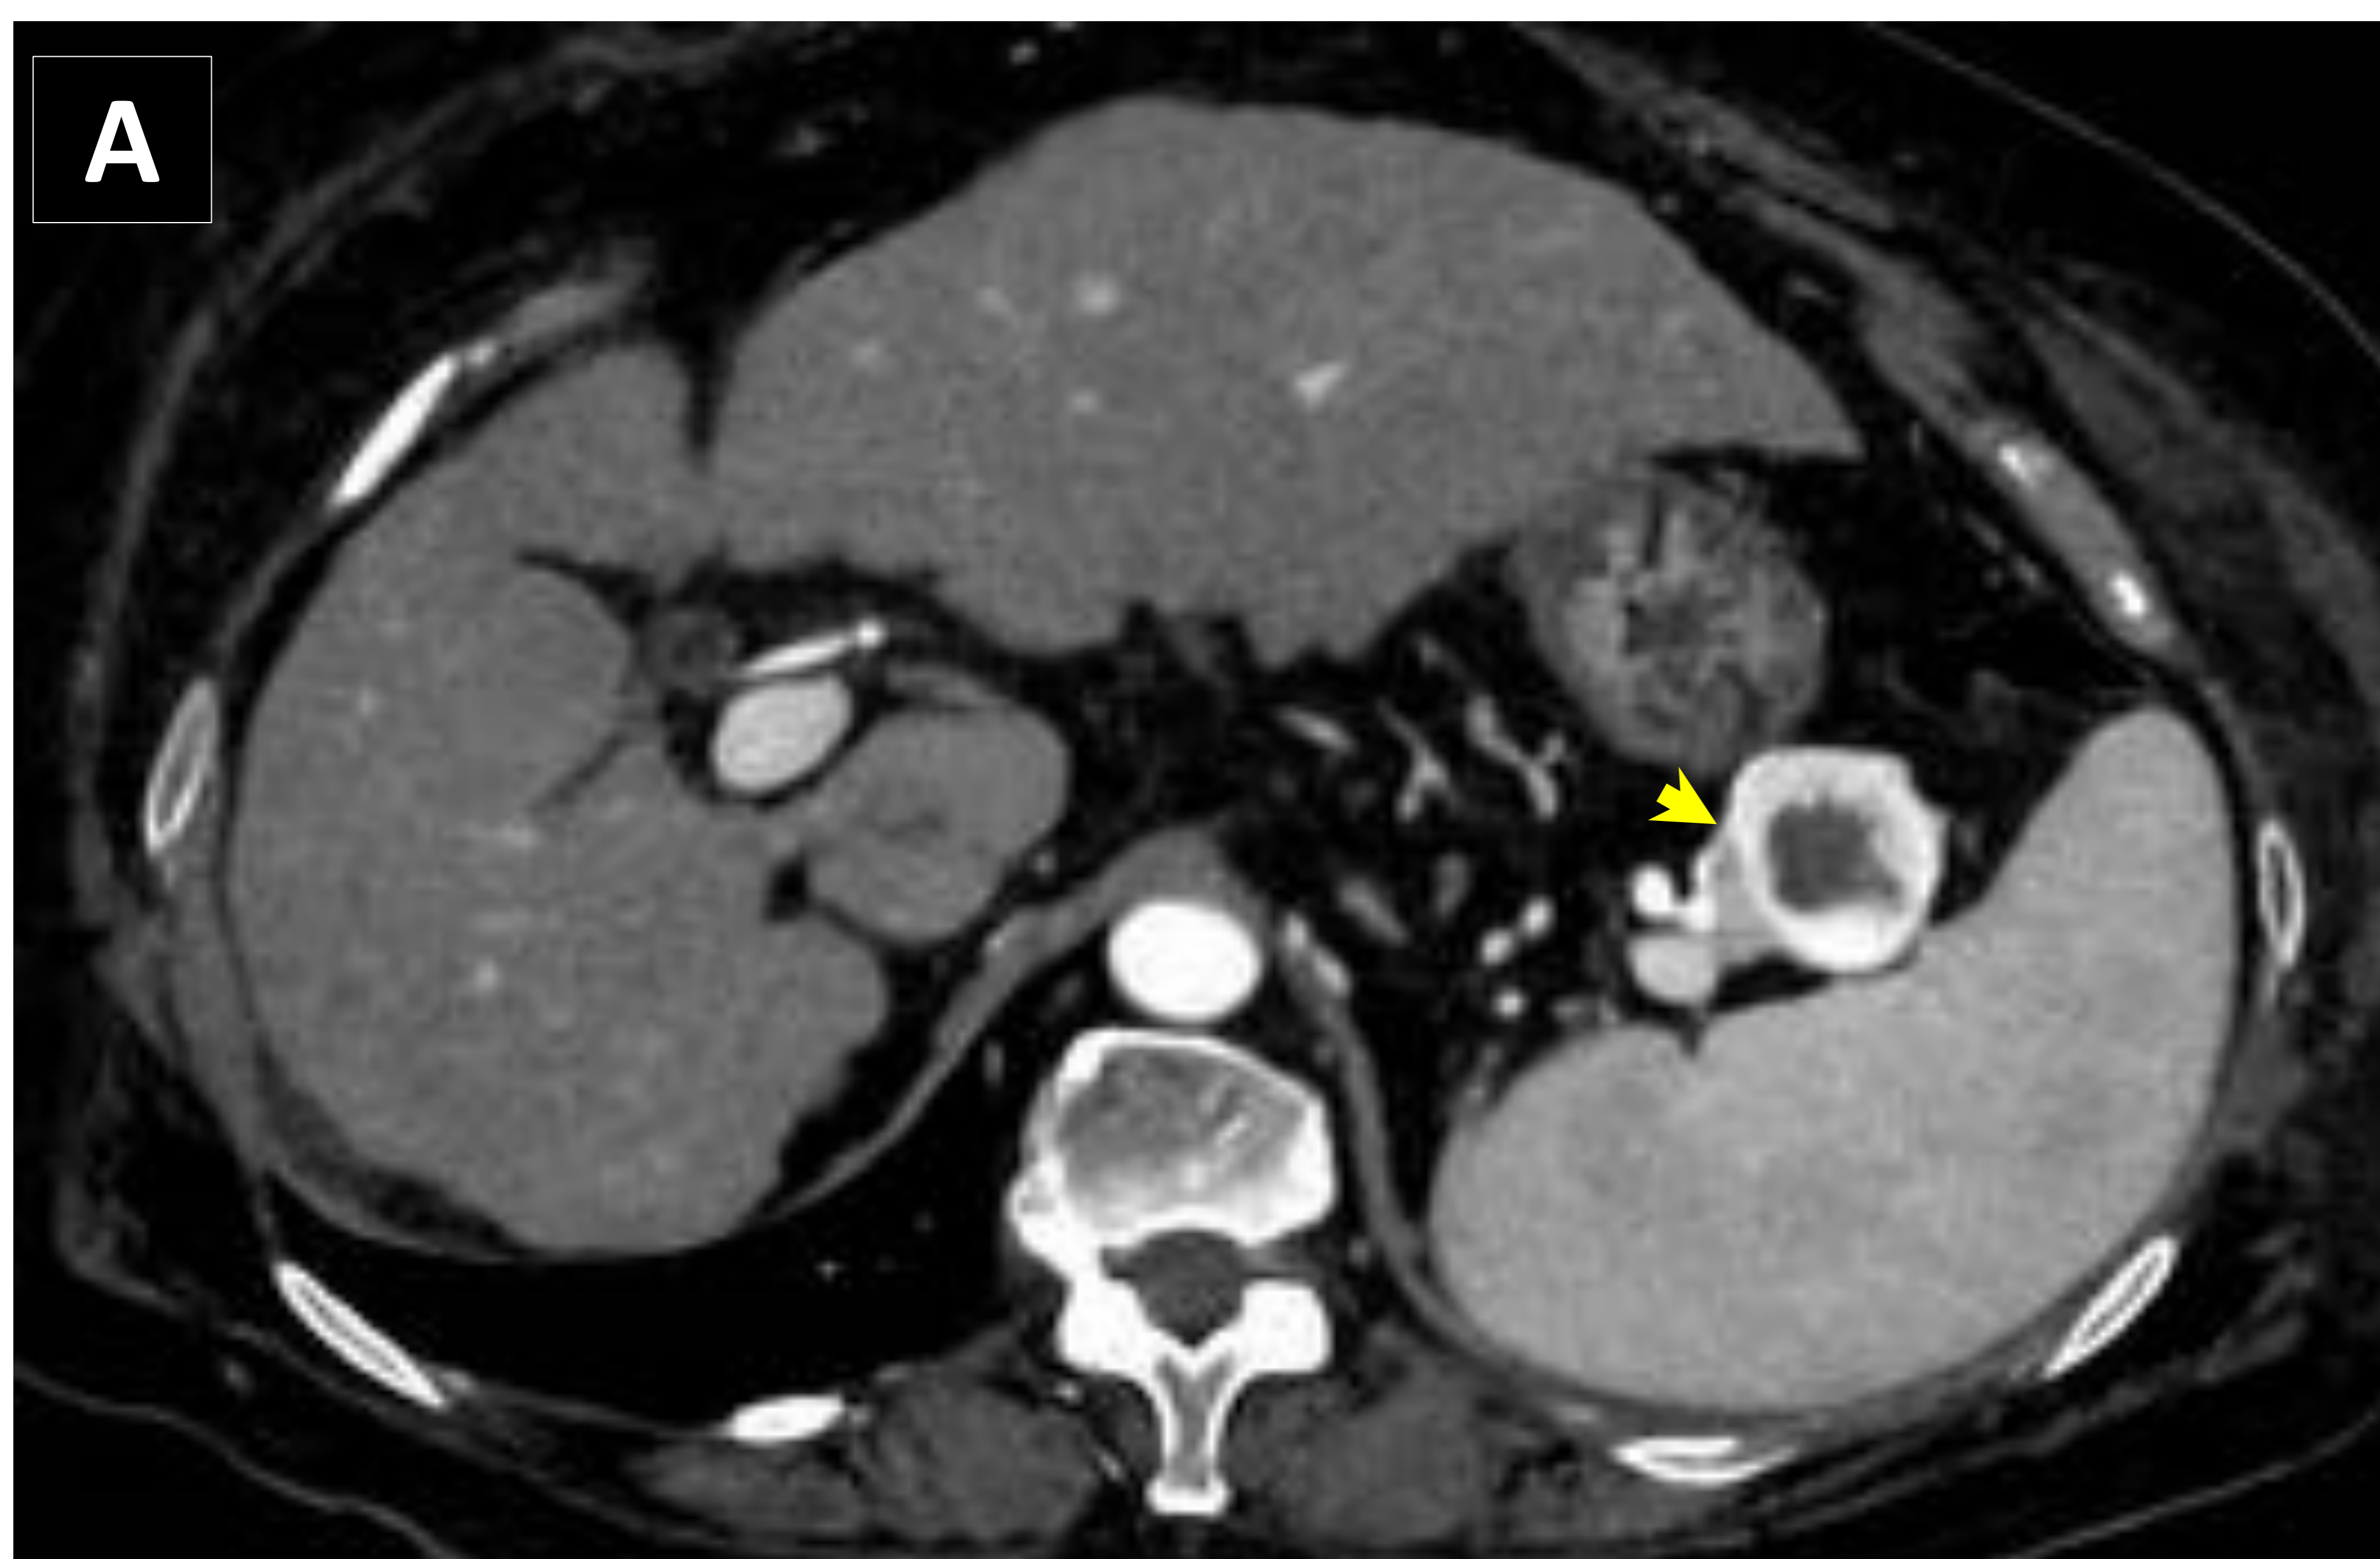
METÁSTASIS DE CARCINOMA RENAL. Paciente mujer de 73 años de edad con antecedente de hepatopatía crónica y carcinoma renal en estadio IV (afectación pancreática). Se observa en TC con contraste (A) lesión nodular hipercaptante en fase arterial de 35 mm en cola del páncreas con aspecto central necrótico (punta de flecha amarilla), sugestiva de metástasis.
